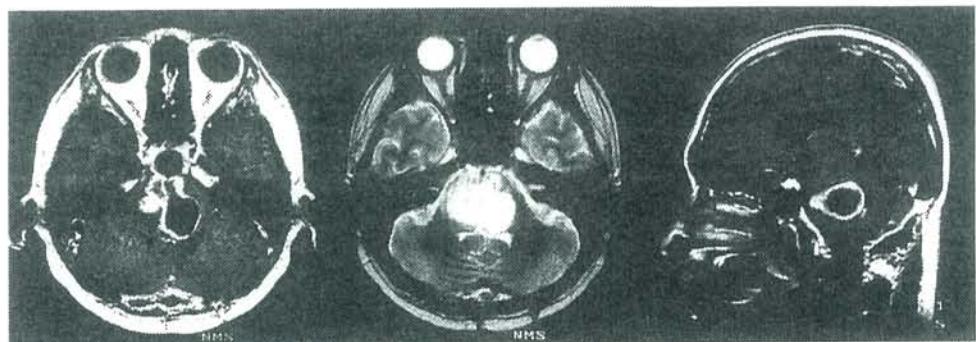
症例 2 の生検術後 3 ヶ月の MRI (放射線療法と 1 回目の化学療法後)
